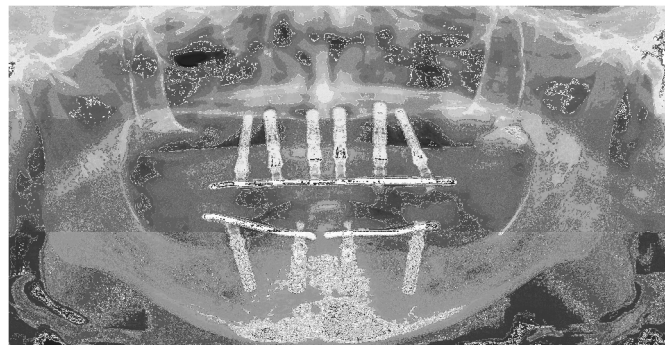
Radiografia panorâmica após período de osseointegração
